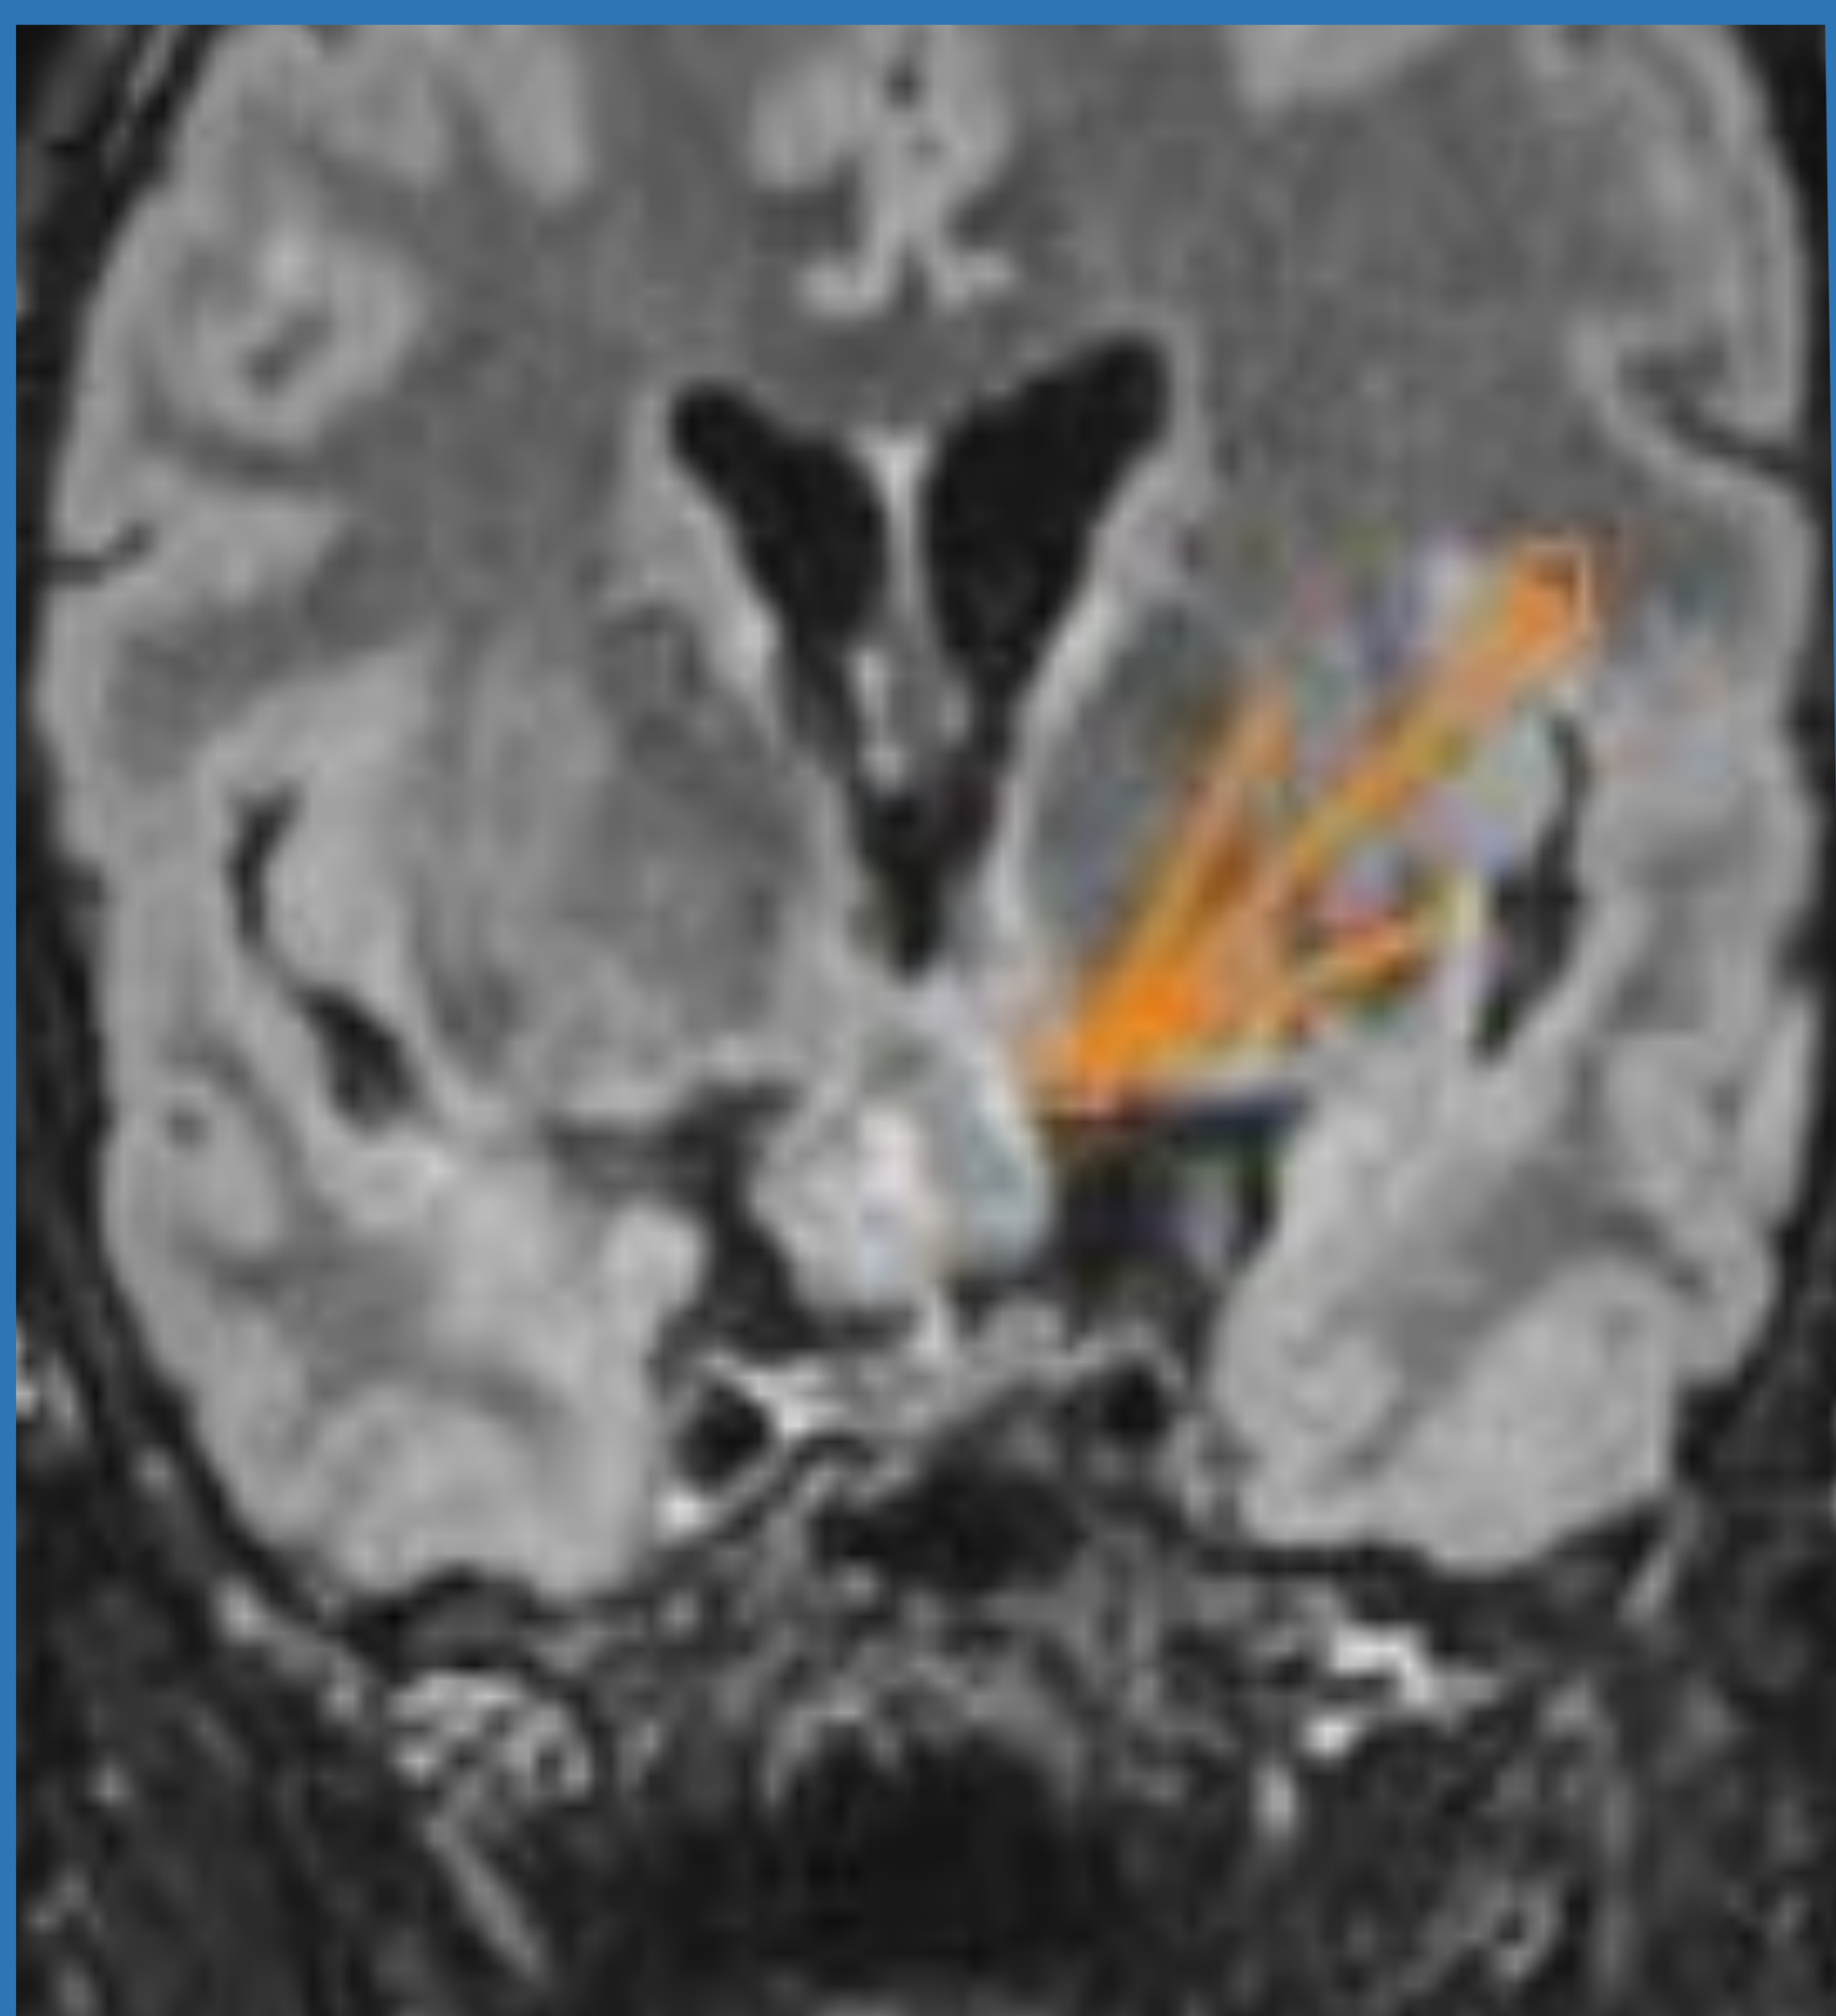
Glioma del quiasma. Engrosamiento polilobulado del quiasma óptico sin realce postgadolinio. Secuencias: FLAIR, T1 sin contraste (SC) y T1 con contraste (C+).
